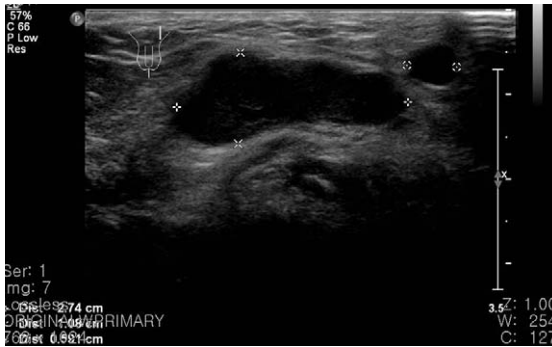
Preoperative ultrasonography of recurrent pubic mass shows a round, large, smooth surfaced subcutaneous hypoechoic cystic mass with adnexal small one.
